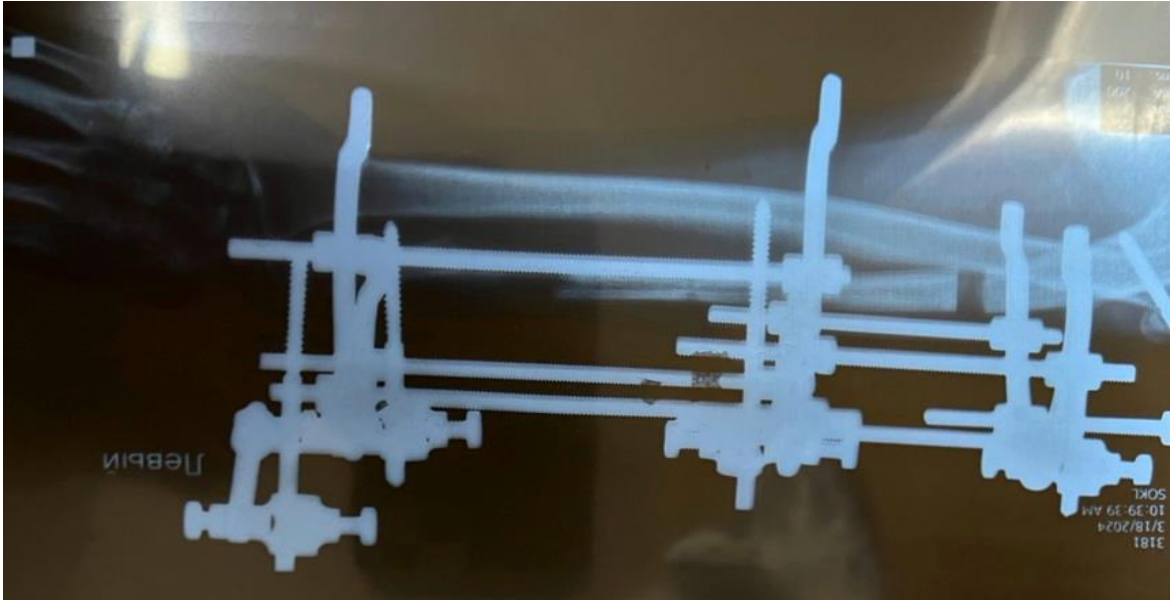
Рентгенологічний знімок при уламковому переломі дистальної третини діафізу лівої ліктьової кістки після п'ятої операції та фізіотерапевтичних втручань
